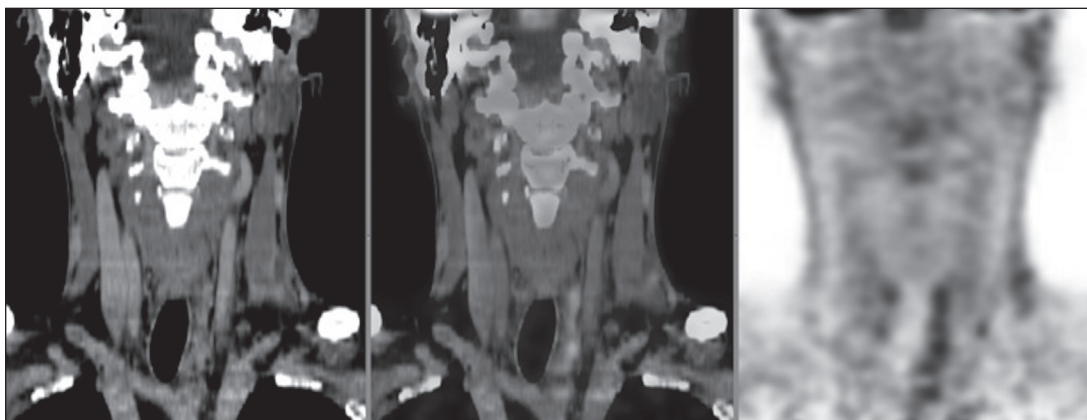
Varón de 33 años con CMT intervenido con tiroidectomía total. Tras la cirugía, los niveles de Ct no se normalizaron, con niveles de 705 pg/ml al mes de la intervención. Se solicitó estudio PET/TC con  $^{18}\text{F}$ -FDG que mostró captación patológica en múltiples adenopatías cervicales bilaterales, con valor de captación SUVmax de 8,3, sugerentes de metástasis. Se confirmó que correspondían a metástasis de carcinoma medular de tiroides tras vaciamiento cervical.
